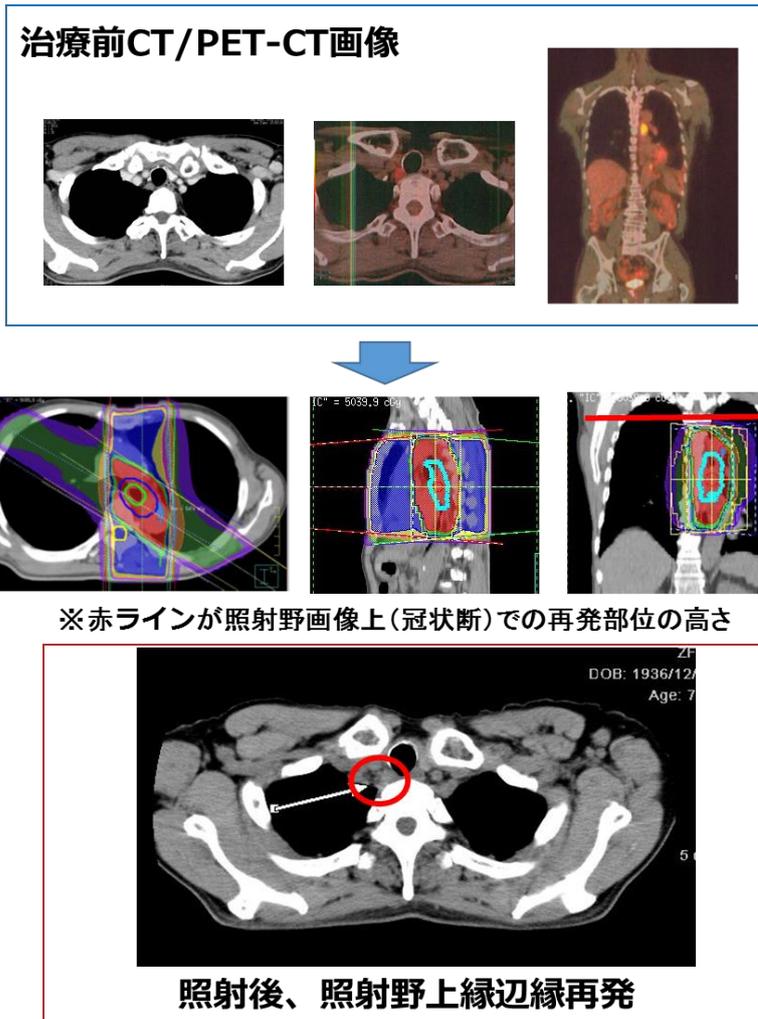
IFRT での照射野外所属リンパ節再発症例 2 (上は治療前画像で CT、PET/CT ではリンパ節腫大指摘なし。中段は照射野、一番下は再発部位)
